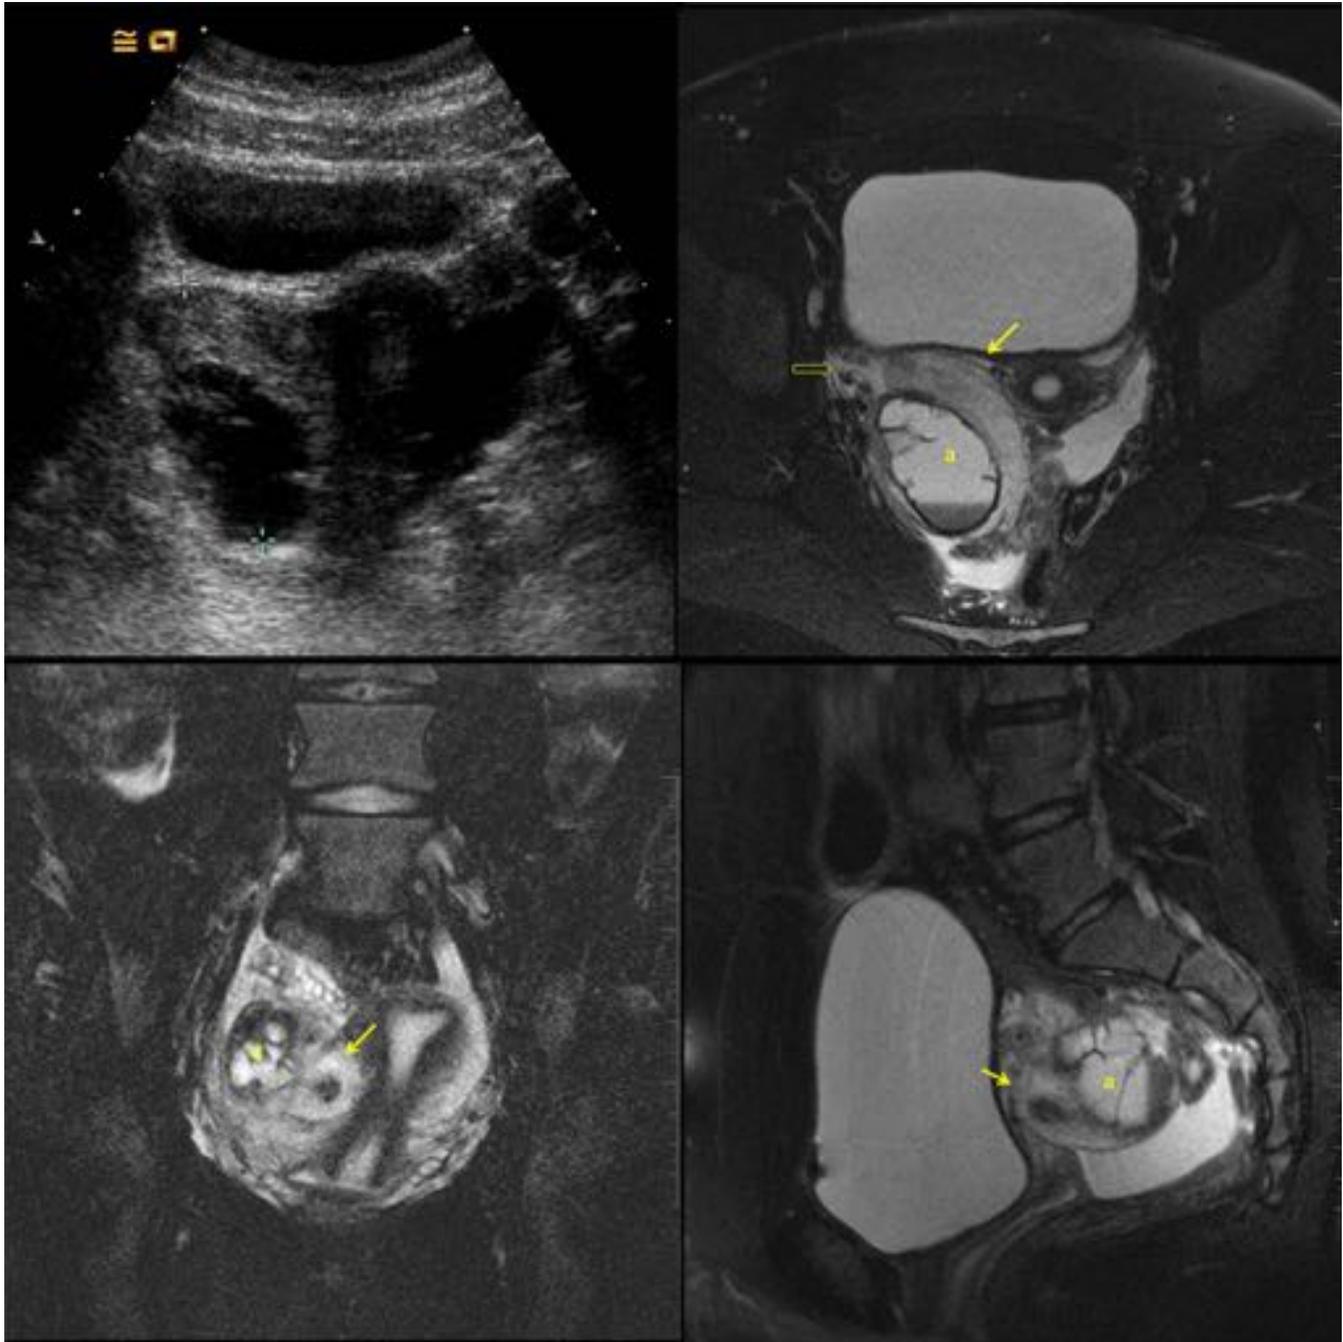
Niña, 15 años. Dolor pélvico en FID de dos días de evolución. Ecografía pélvica en la que se visualiza una lesión quística septada con una estructura adyacente difícil de identificar. Se realiza RM con secuencias potenciadas en T2 observando la lesión quística (a), junto a la trompa aumentada de tamaño de paredes engrosadas (flechas finas), el ovario de aspecto normal (flecha gruesa) y líquido libre en pelvis. Diagnóstico de torsión de trompa de Falopio secundaria a quiste anexial.
